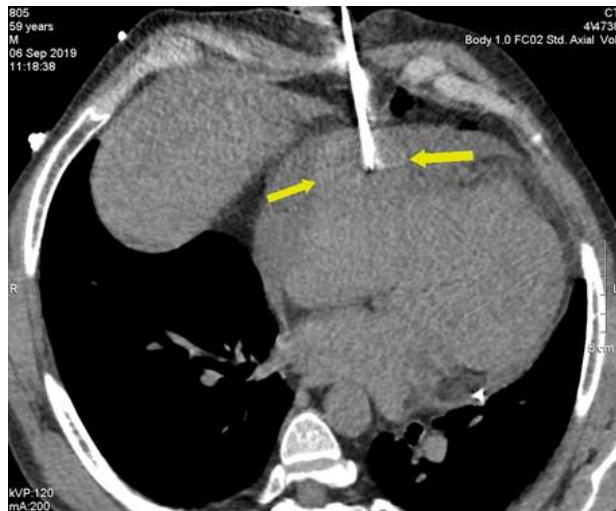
Пункційна біопсія новоутворення під контролем КТ-дослідження (стрілки показують напрямок пункційної голки).
